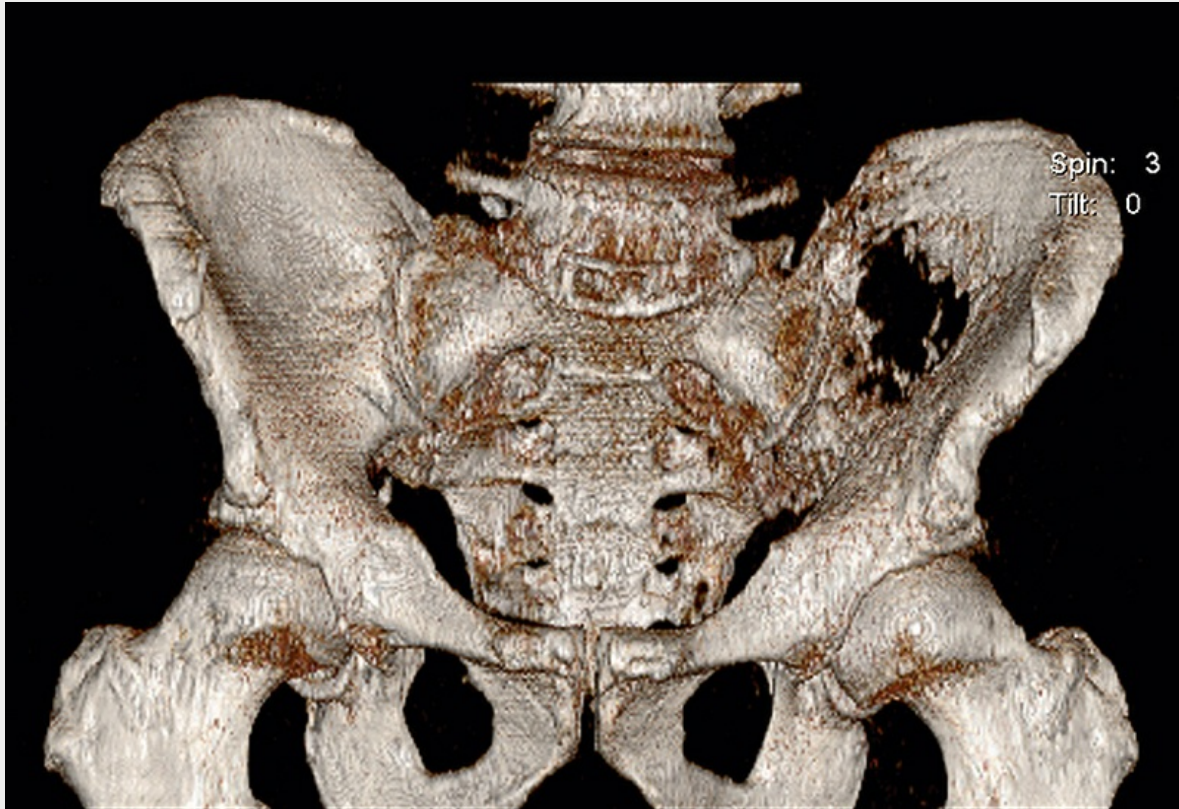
Koronare Computertomografie in 3-D-Rekonstruktion mit osteolytischen Herden im Bereich der linken Beckenschaufel
